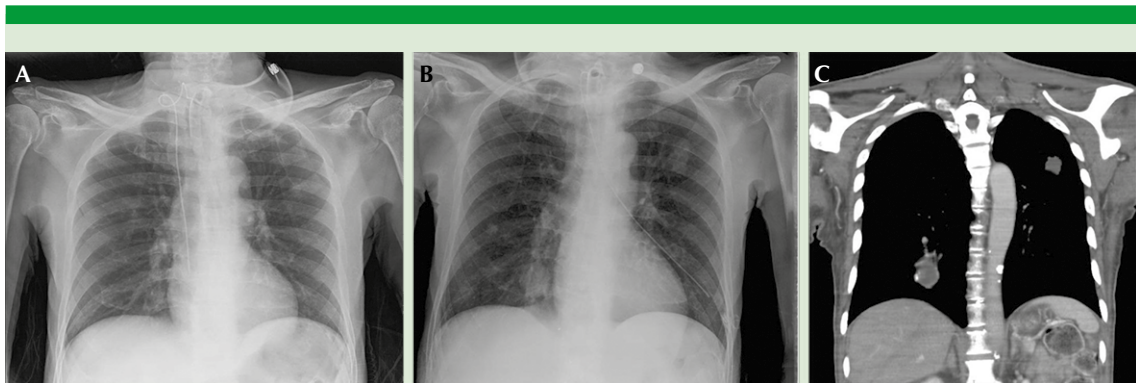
A. Telerradiografía de tórax previa a laringectomía sin datos de metástasis. B. Telerradiografía de tórax 4 meses después de la laringectomía con múltiples nódulos pulmonares de dimensiones variables, de densidad intermedia, compatibles con metástasis. C. Tomografía computada de tórax con evidencia de metástasis pulmonar.
